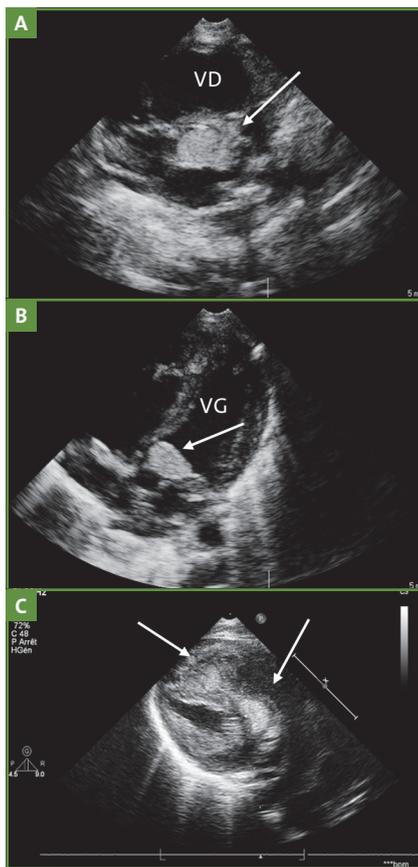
Échocardiographie montrant des rhabdomyomes multiples (flèches) chez un nouveau-né féminin de 3 jours. Rhabdomyome obstructif de la chambre de chasse du ventricule gauche en coupe transverse petit axe (A) et 4 cavités (B). Tumeurs multiples non obstructives du septum interventriculaire (C). VD: ventricule droit. VG: ventricule gauche.
